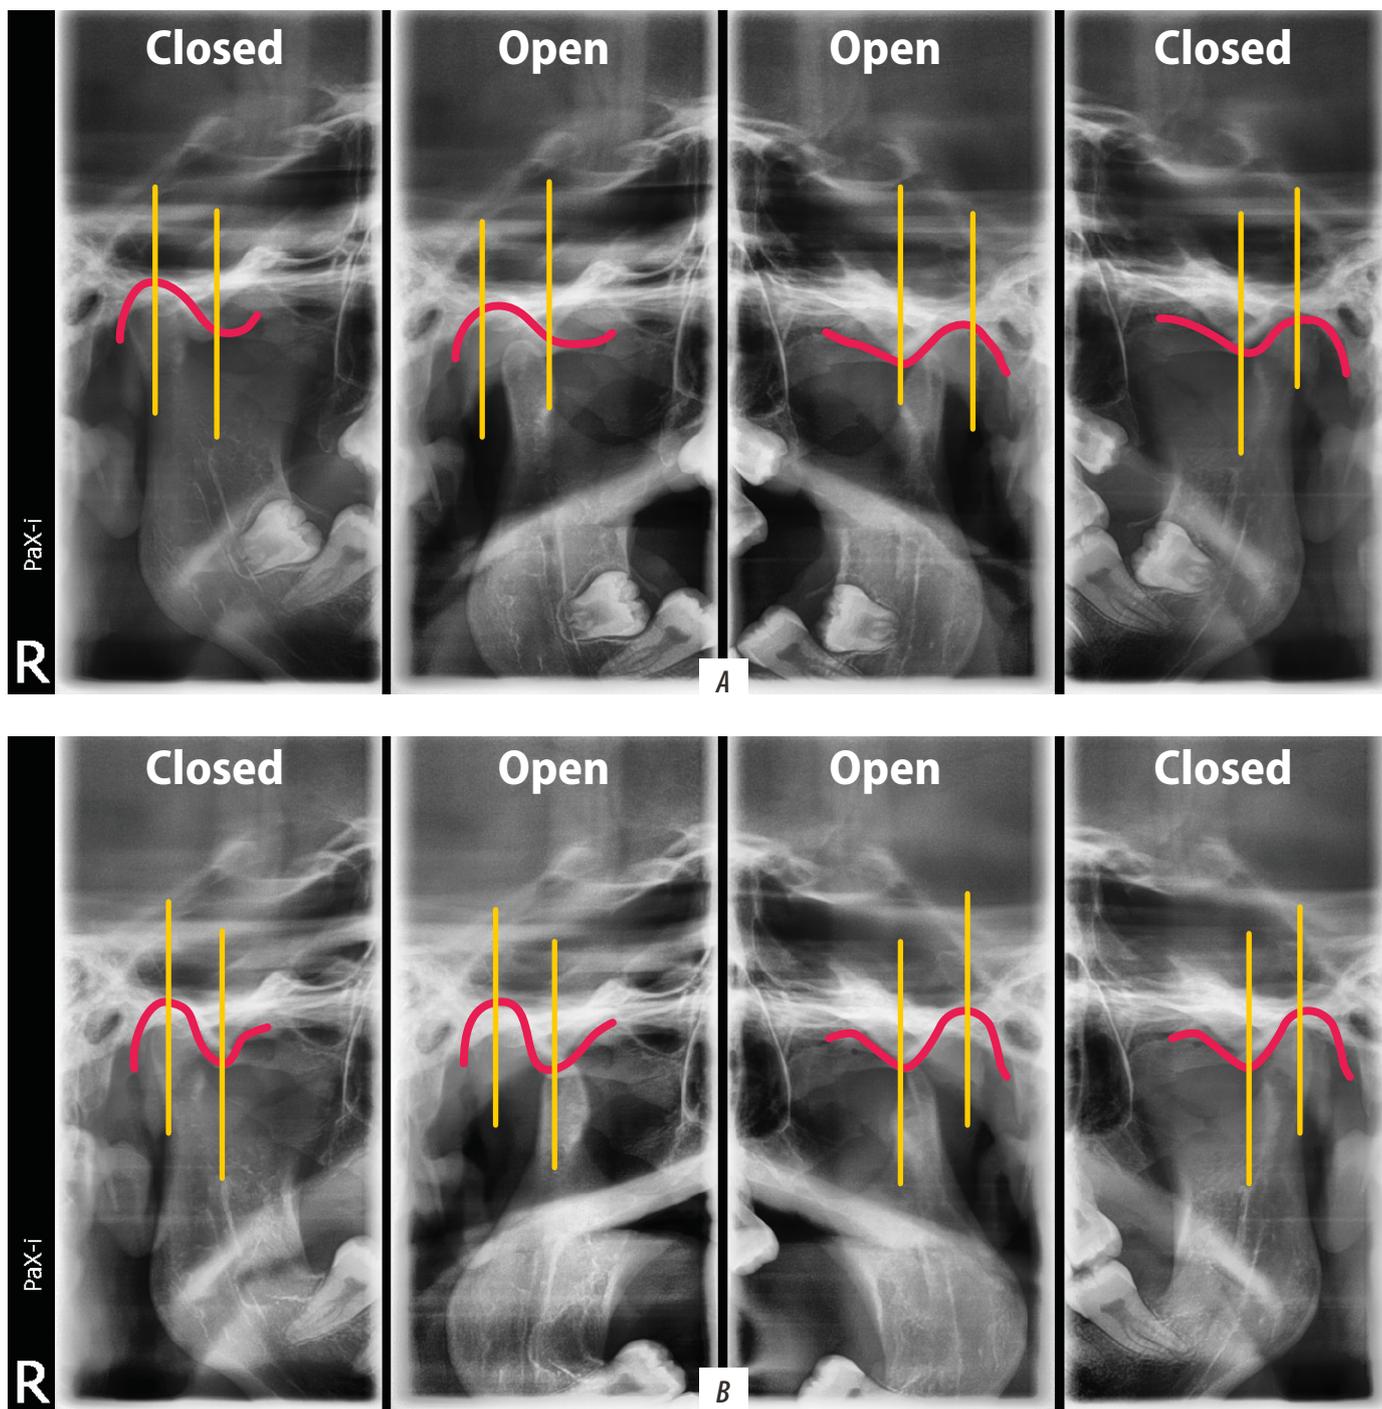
Диапазон кинематики движений головки мыщелкового отростка нижней челюсти на рентгенограмме ВНЧС по Парма в положении открытого и закрытого рта: А — до лечения, В — на 21-й день механотерапии
